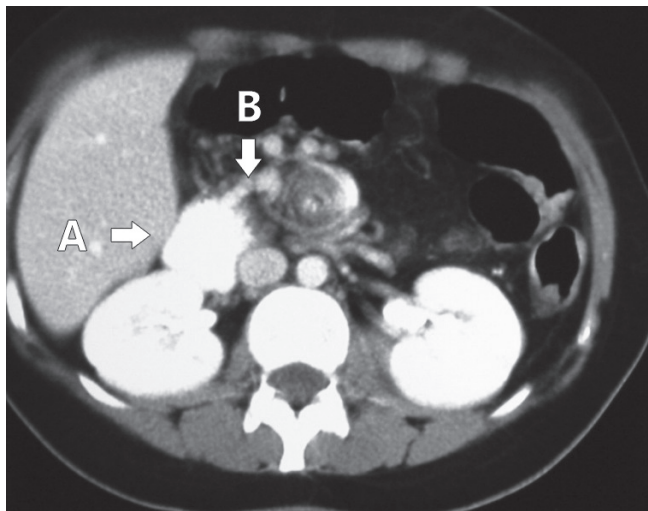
Aspectos da tomografia abdominal: a) dilatação e espessamento da parede duodenal e b) transição duodenojejunal deslocada à direita da linha média
